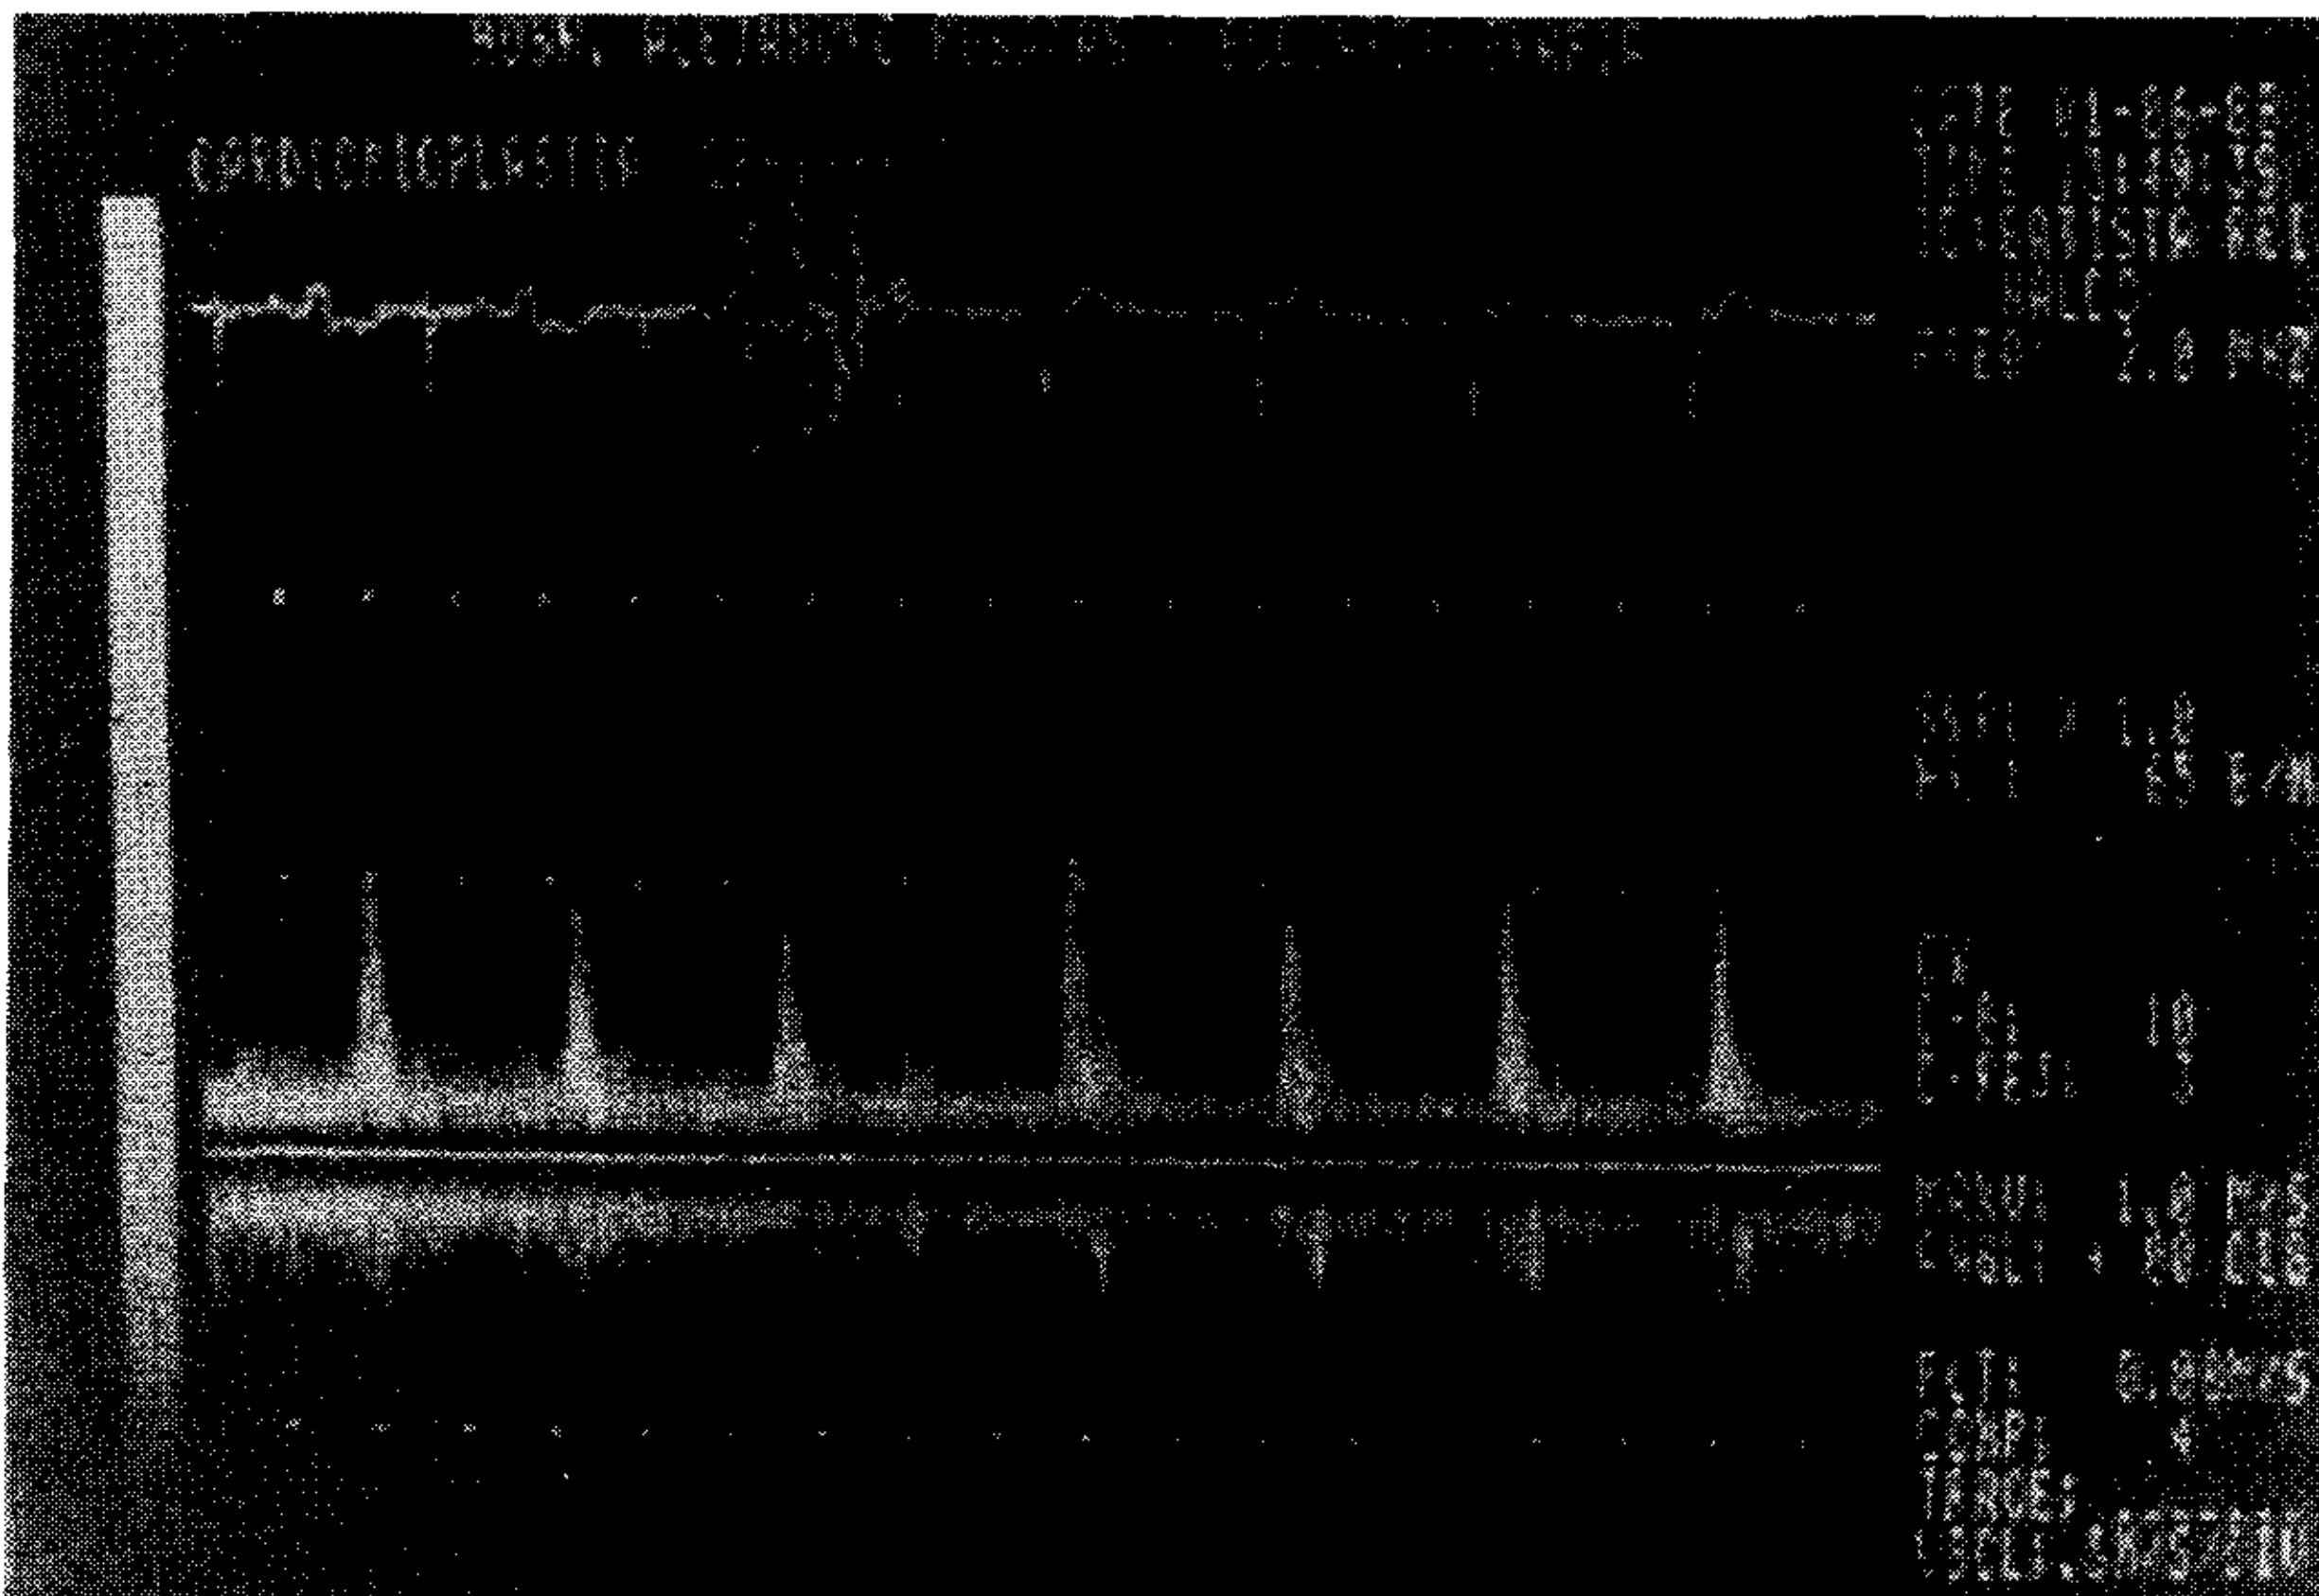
Eco Doppler en raíz de aorta donde se observa el incremento de la Vmáx al encender el estimulador.
